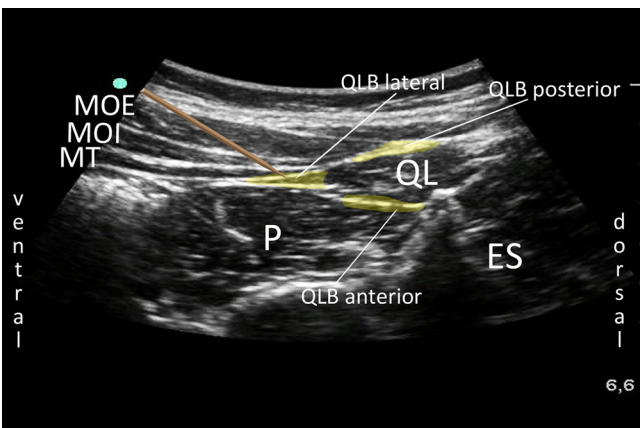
▲ Sonographische Darstellung der 3 Injektionsorte des QLB. MOE M. obliquus externus, MOI M. obliquus internus, P M. psoas, ES M. erector spinae. Ausbreitung des LA lateral des M. quadratus lumborum und unterhalb des M. transversus abdominis (lateral QLB), posteriore Ausbreitung des LA zwischen der Aponeurose des M. transversus abdominis und des M. quadratus lumborum (posteriorer QLB), LA-Injektion anterior des M. quadratus lumborum und posterior des M. psoas major (anteriorer QLB)
